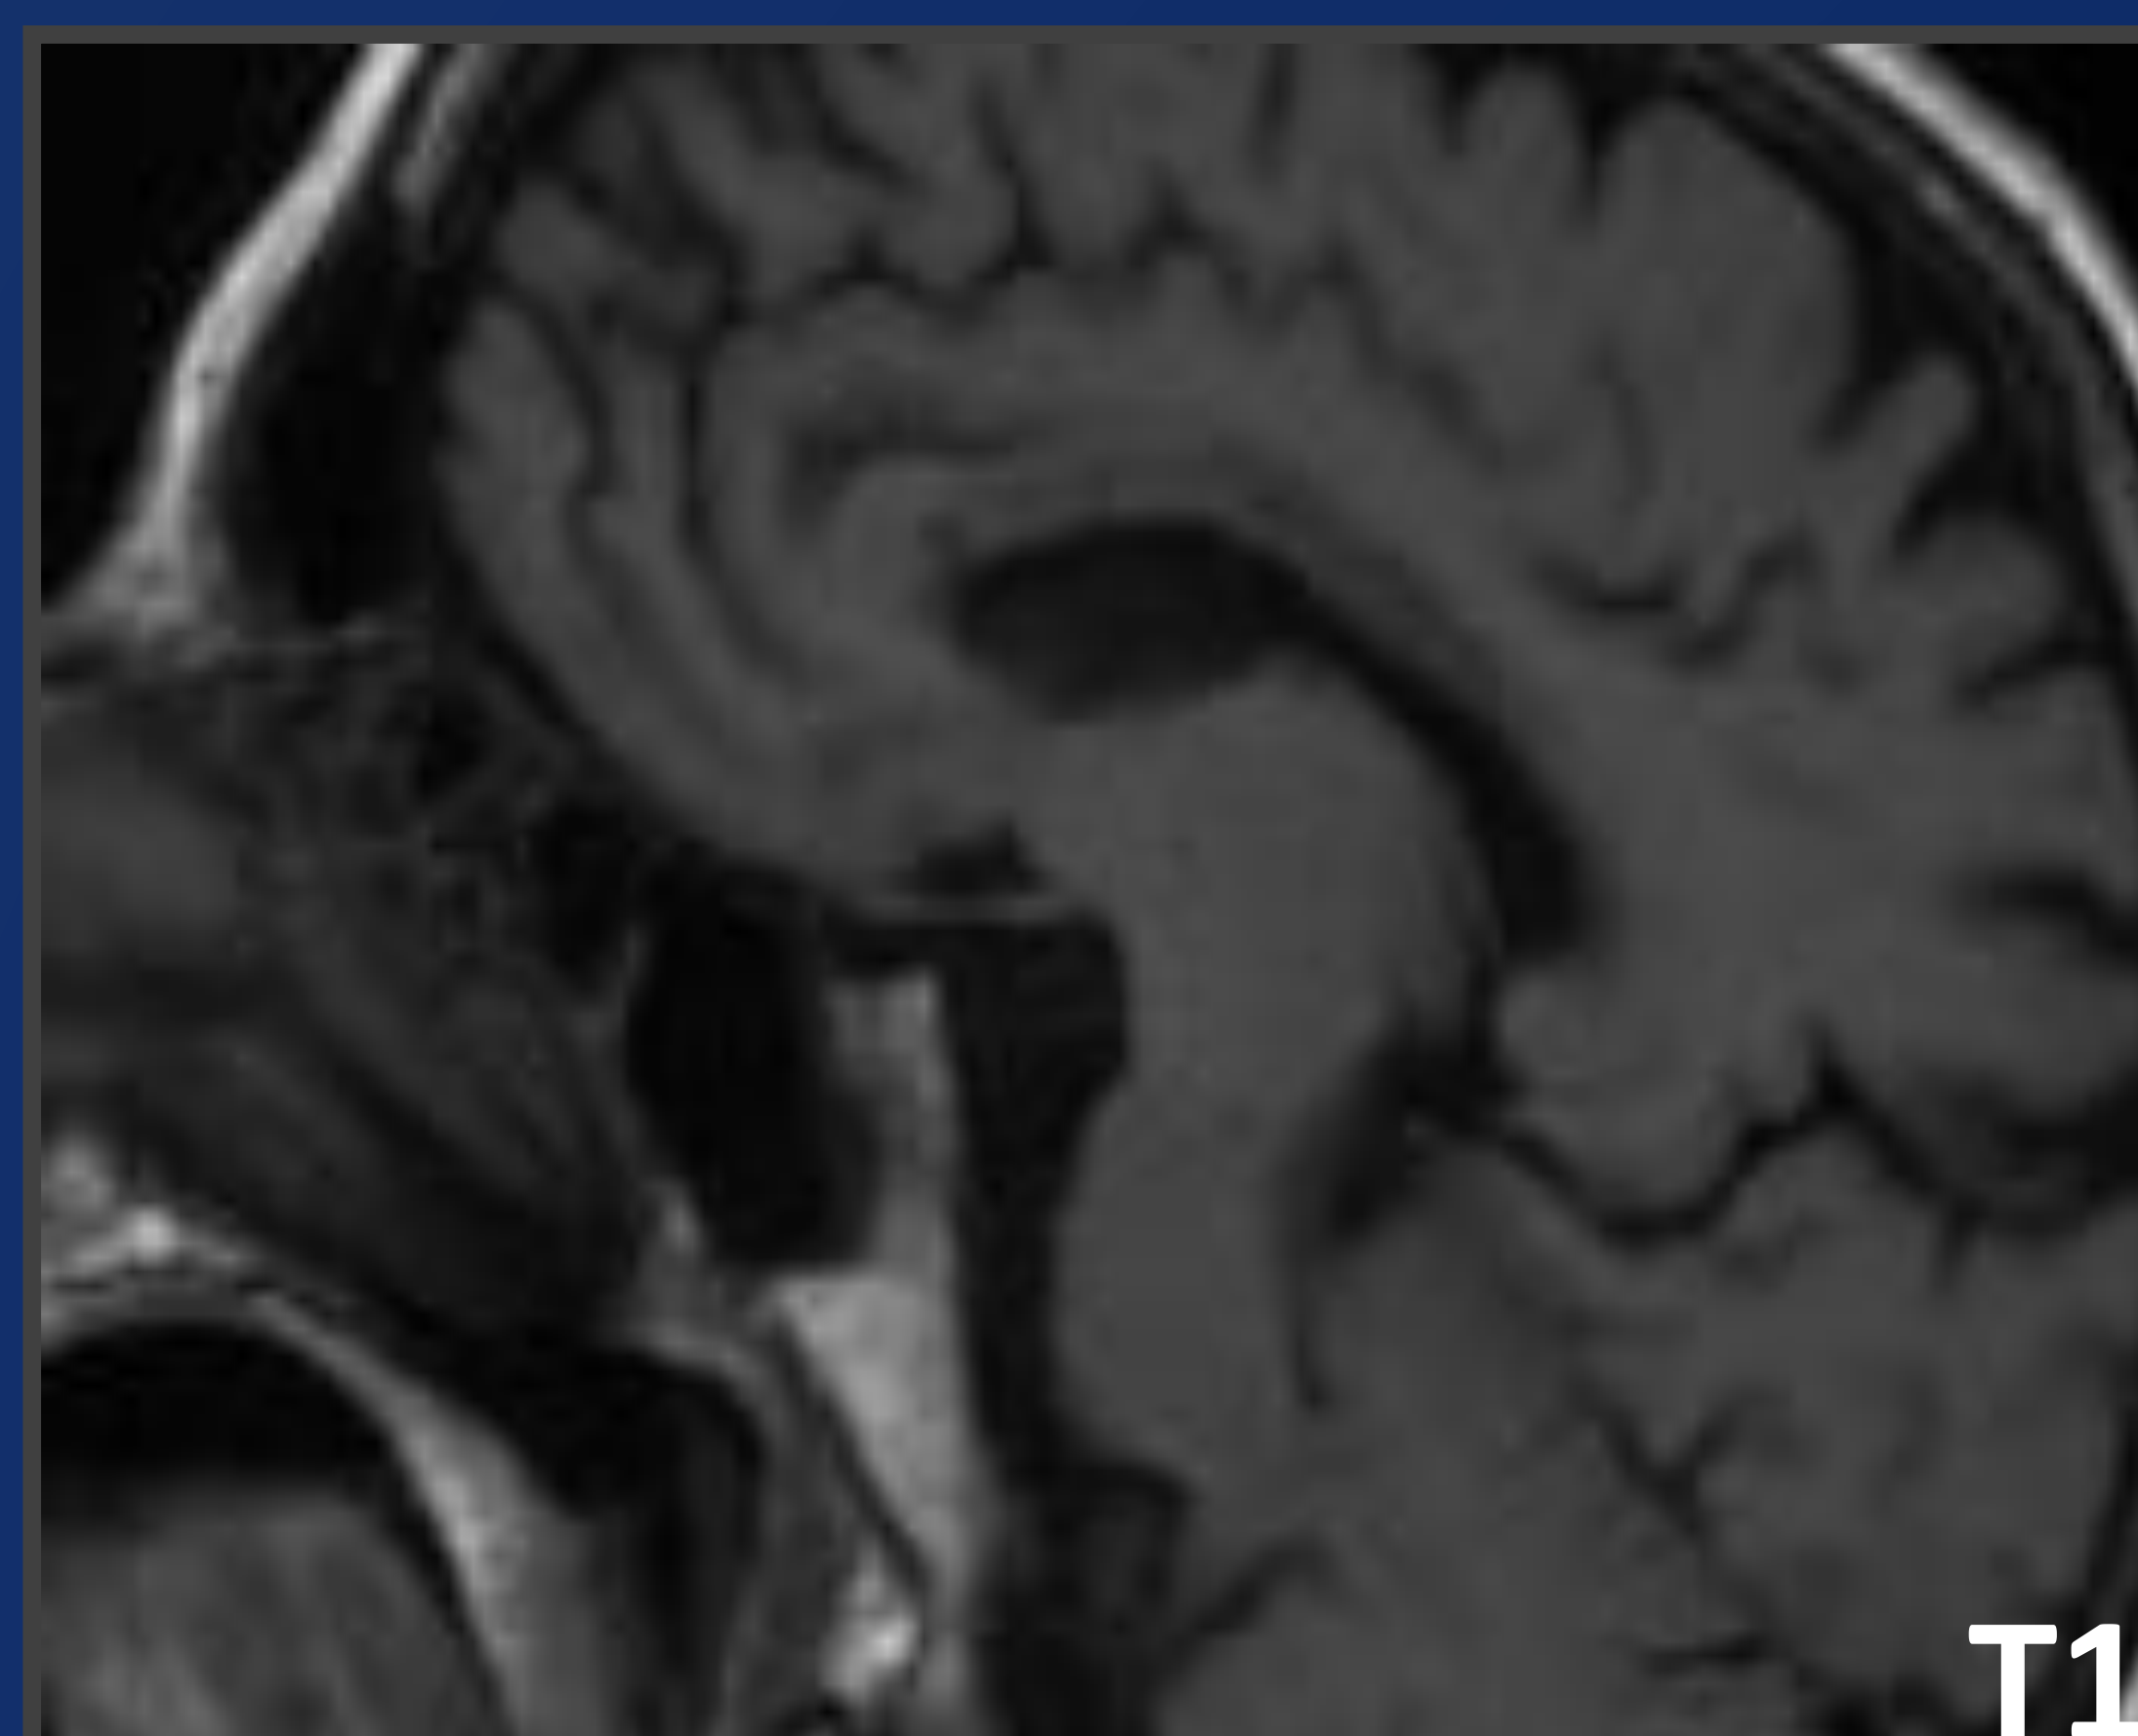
Varón de 49 años con antecedentes de enolismo crónico, encontrado en la vía pública con bajo nivel de consciencia. En TC y secuencias de RM afectación difusa del cuerpo calloso, más acusada en la rodilla.
